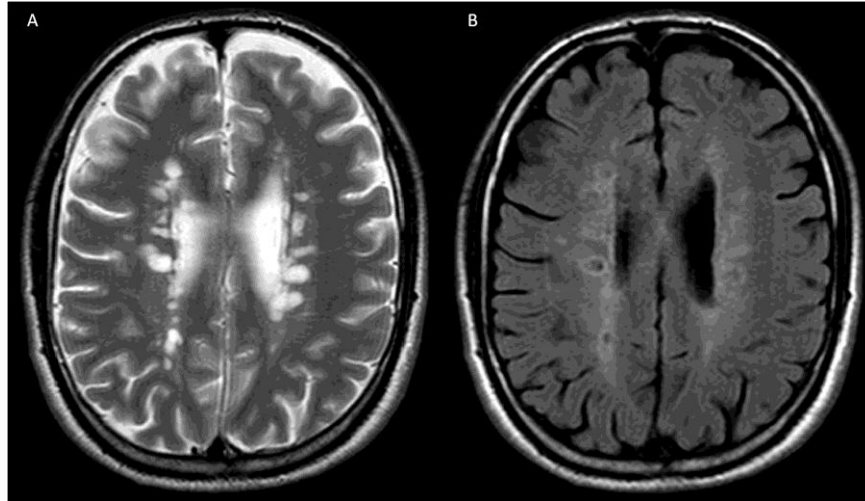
Esclerosis múltiple. Imágenes axiales de RM. T2W (A) y FLAIR (B) donde se observan múltiples lesiones focales hiperintensas, perpendiculares al eje mayor de los ventrículos laterales (“Dedos de Dawson”), hallazgo característico en EM. Imagen archivo F.C.I
